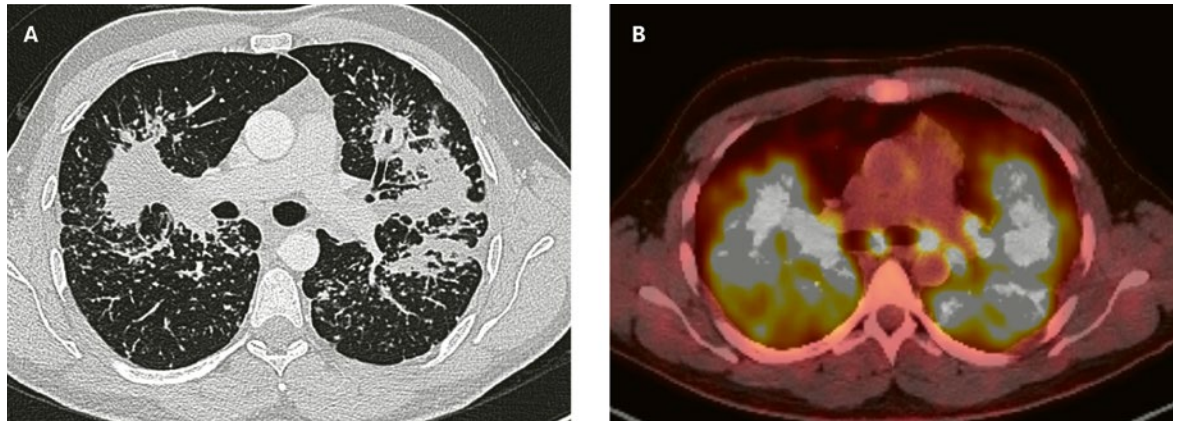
Tomodensitométrie (TDM) du thorax (coupe axiale, fenêtre pulmonaire): patient avec sarcoïdose et atteinte parenchymateuse (A). Evaluation de l'activité de la sarcoïdose par tomographie par émission de positons (TEP)-TDM (B).
